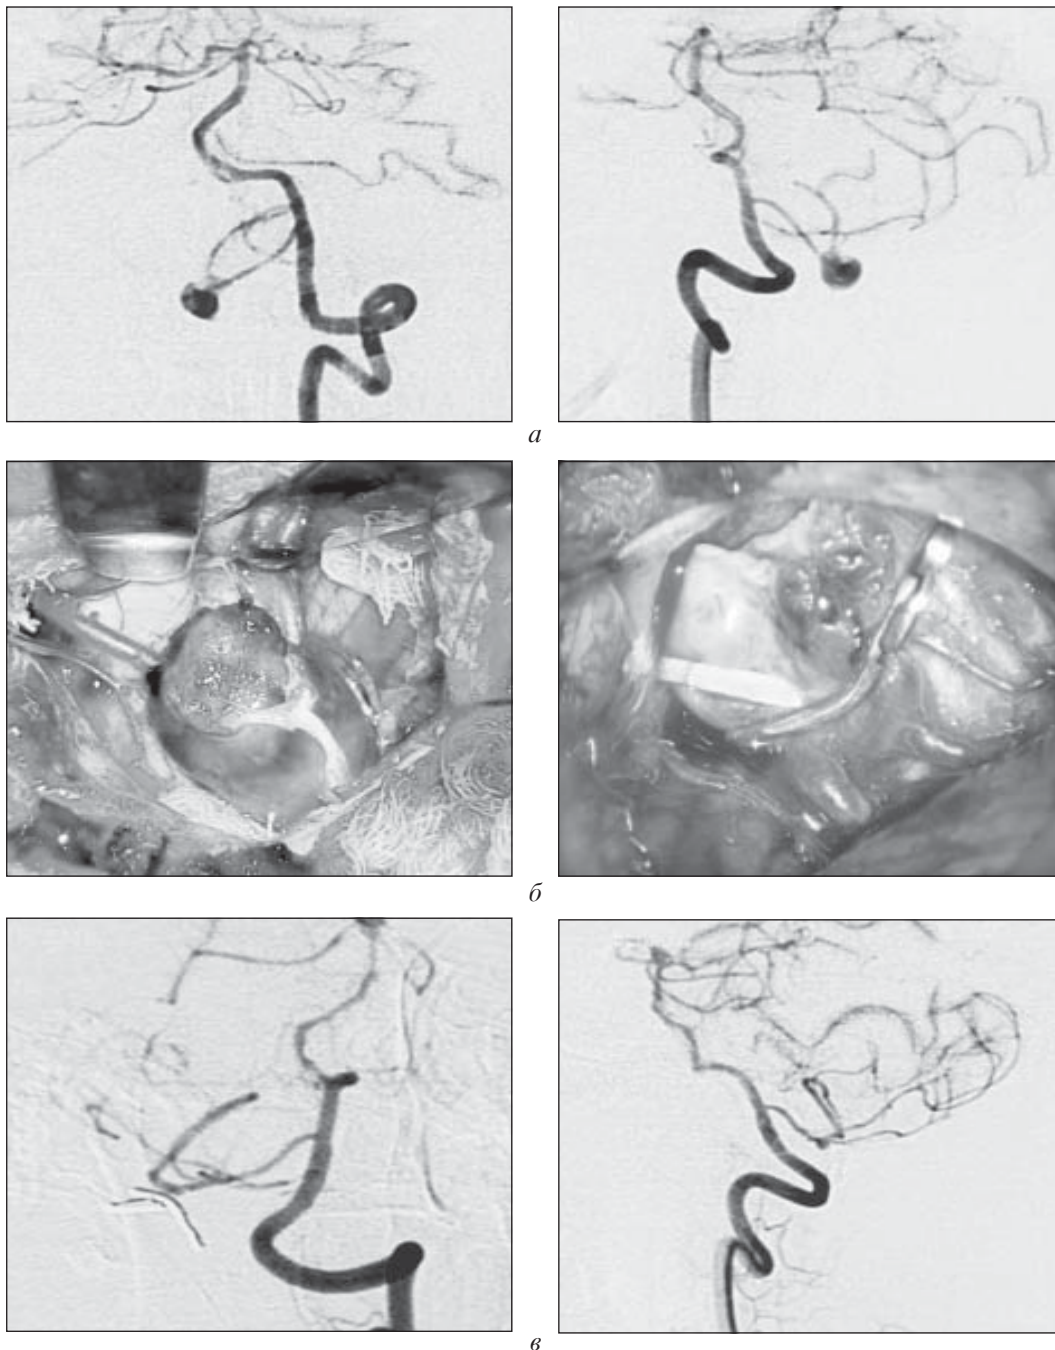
Фузиформна аневіризма лівої ЗНАМ: *а* — доопераційні ангіограми; *б* — операційні фото до та після кліпування; *в* — післяопераційні контрольні ангіограми
